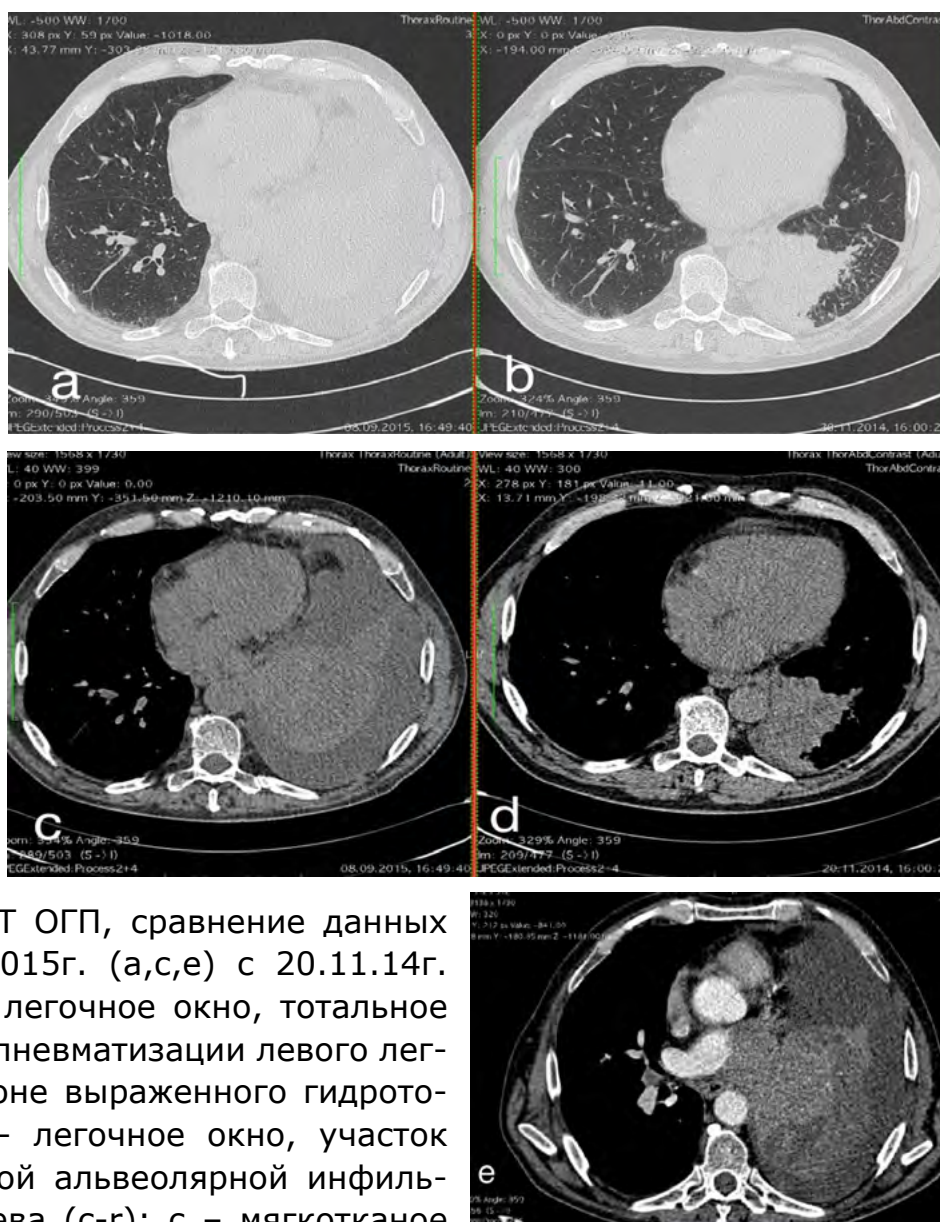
МСКТ ОГП, сравнение данных от 08.08.2015г. (а,с,е) с 20.11.14г. (b,d): а – легочное окно, тотальное снижение пневматизации левого легкого на фоне выраженного гидроторакса; b – легочное окно, участок прикорневой альвеолярной инфильтрации слева (с-г); с – мягкотканое окно, опухолевое образование нижней доле левого легкого на фоне выраженного гидроторакса; d – мягкотканое окно, опухолевое образование в корне левого легкого; e – мягкотканое окно, артериальная фаза, объемное опухолевое образование в корне правого легкого, с признаками активного накопления контрастного препарата и прорастания левой легочной артерии.
